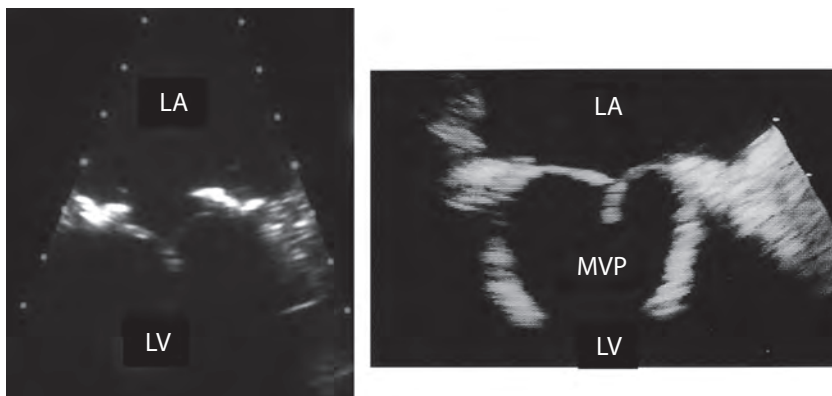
Чреспищеводная эхокардиограмма больного с нормальным биологическим клапанным протезом, имплантированным в митральную позицию (MVP).
